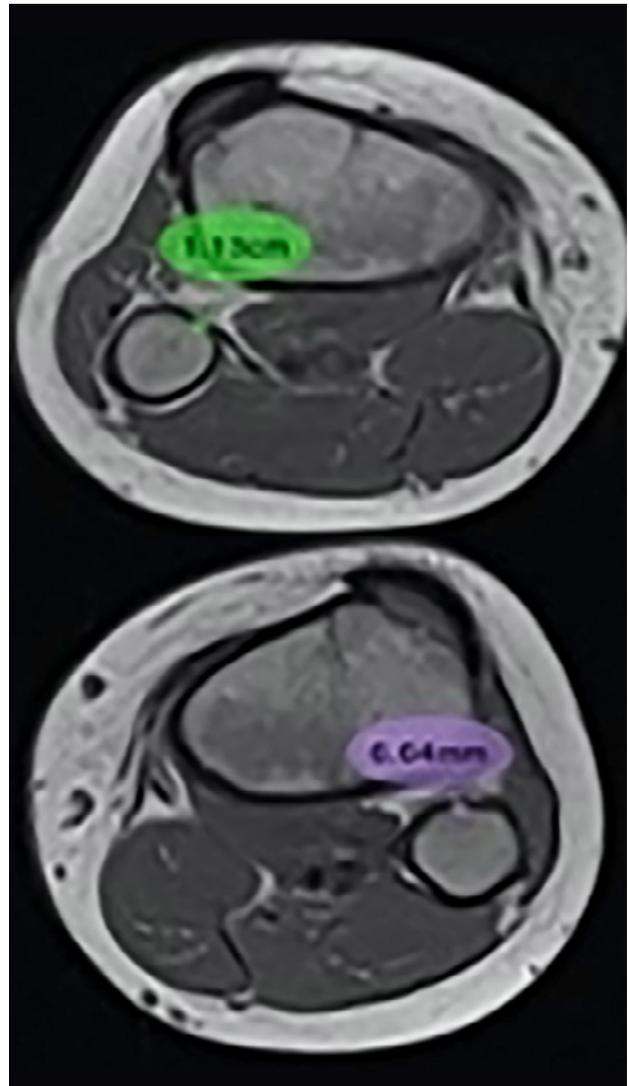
Resonancia magnética de ambas rodillas. Corte axial en el que se evidencia y cuantifica con más precisión la lesión del ligamento tibioperoneo proximal derecho, se observa un aumento de la distancia, edema y su discontinuidad.
